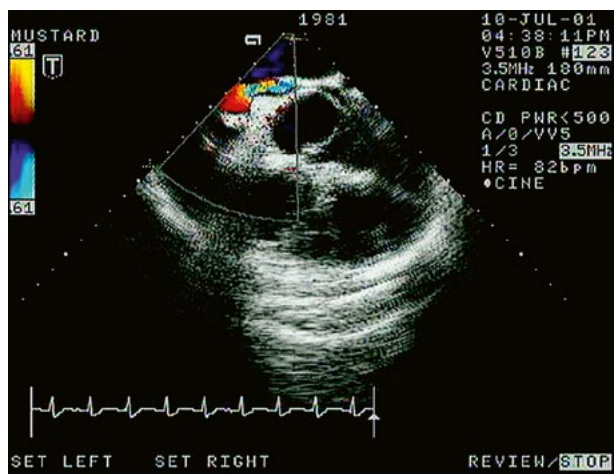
TEE, transverzální projekce, pacient s d-TGA po Mustardově korekci (Video 45.87 a Obr. 45.109). Vysoký dopplerovský gradient při významné stenóze dolního ramene systémových žil. Pacient má současně úplnou obstrukci horního ramene, ve kterém je zavedena stimulační elektroda.
